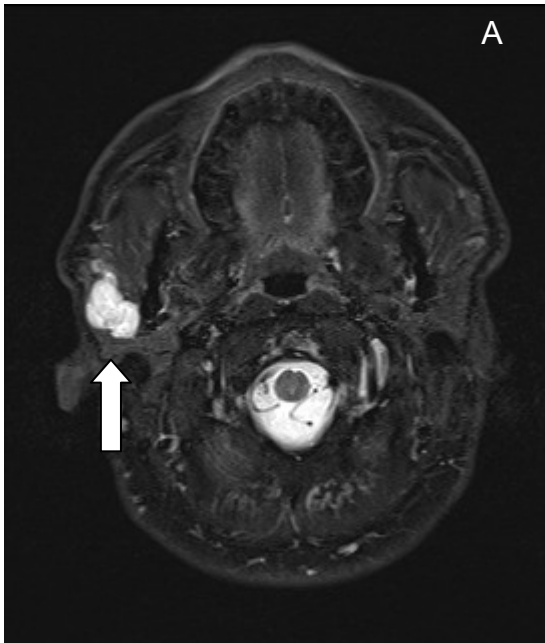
Pleomorphes Adenom in Gl. parotis rechts, MRT
